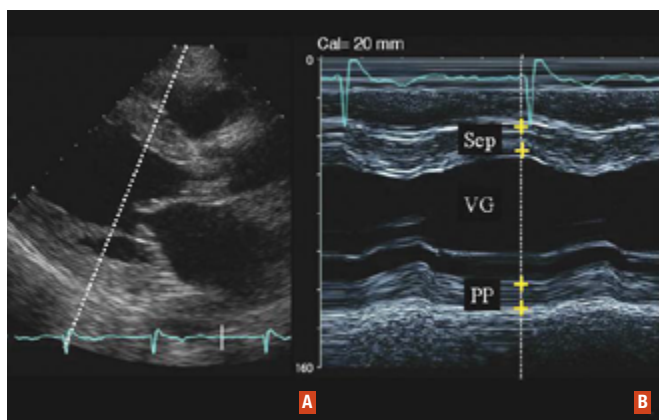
A : retentissement ventriculaire gauche d'un RAC : alignement du tir TM en parasternal grand axe. B : mesures TM montrant une hypertrophie VG concentrique avec fonction systolique conservée (fraction de raccourcissement : 32 %). Sep. : septum interventriculaire ; VG : cavité ventriculaire gauche ; PP : paroi postérieure ventriculaire gauche.
